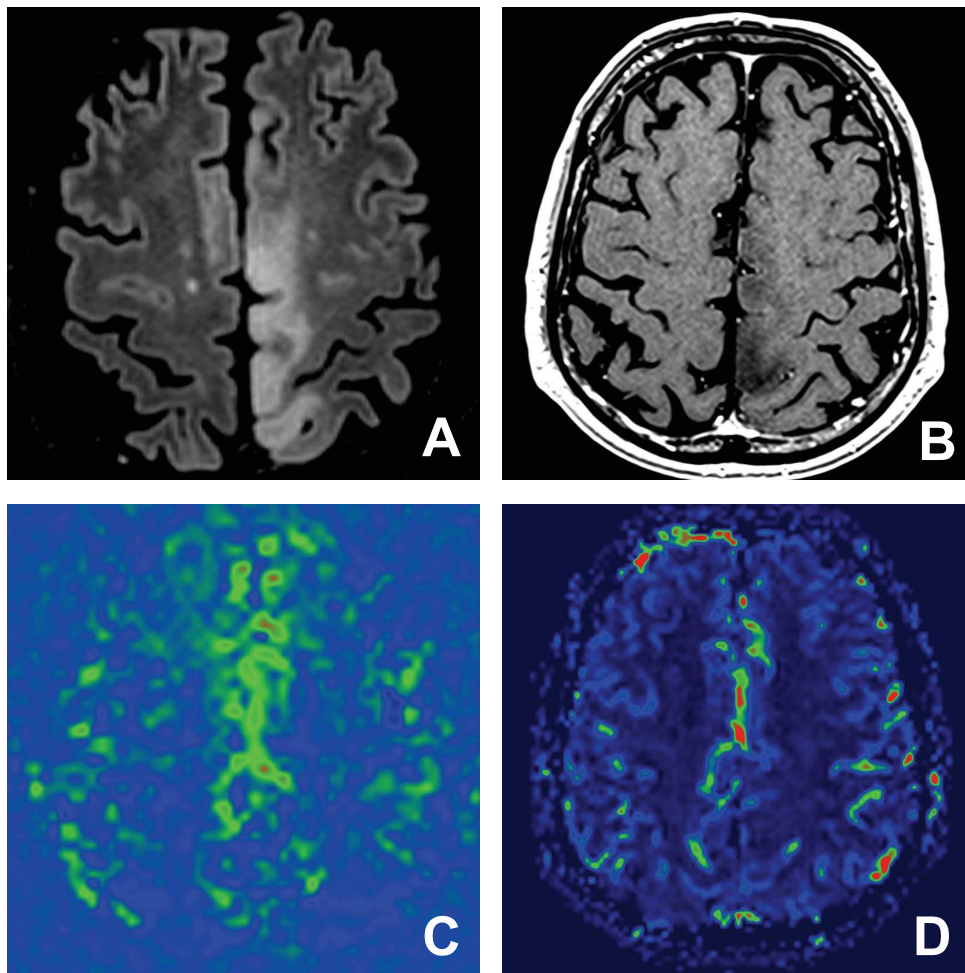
Exemple de grade 1. Patient de 81 ans présentant une lésion gliale de bas grade. La séquence FLAIR (A) montre une lésion intra-axiale expansive tuméfiante cortico-sous-corticale de la région para-centrale gauche. Absence de prise de contraste sur la séquence T1 après injection de gadolinium (B). Les cartes de perfusion ASL (C) et T2* (D) ne montrent pas de néoangiogenèse.
